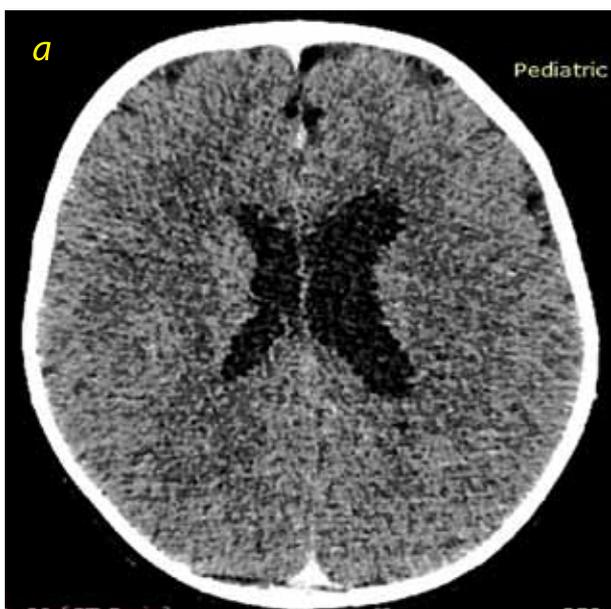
Пациент К., КТ головного мозга от 01.04.2020 г.; пояснения – в тексте
